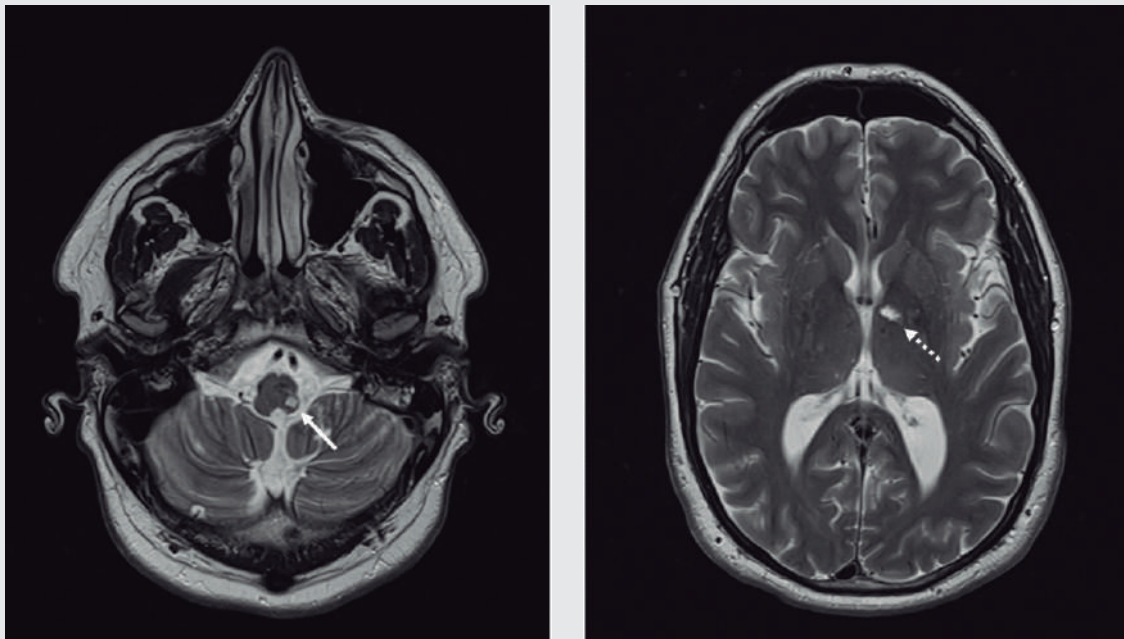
Imagen de resonancia cerebral (secuencia T2). Izquierda: lesión isquémica bulbar lateral izquierda (flecha continua). Derecha: lesión talámica izquierda (flecha discontinua)
